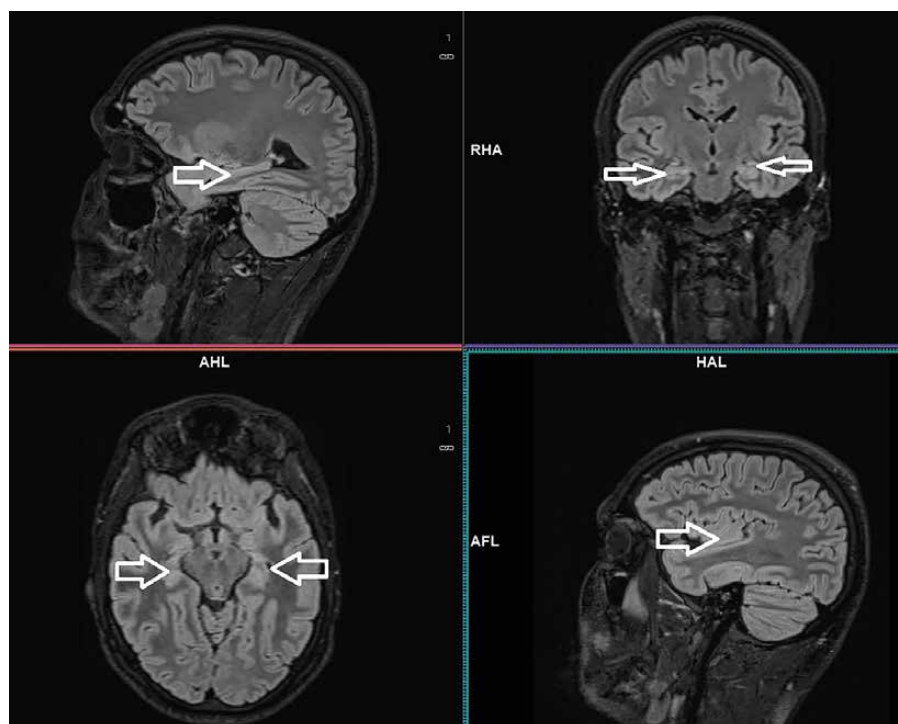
3D FLAIR u anti-GAD 65 encefalidity
